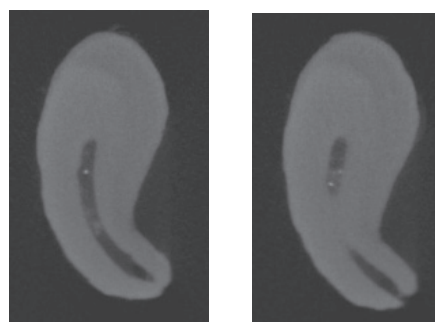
根尖彎曲部マイクロフォーカス X 線 CT 断層像
